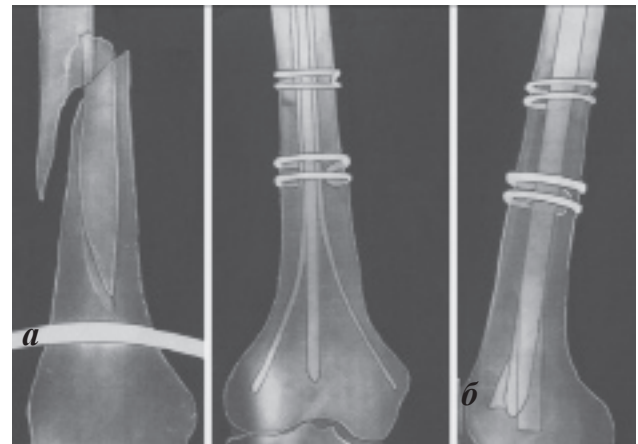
Фото рентгенограмм больного Д., 42 года, с переломом бедренной кости тип В1: а – до операции; б – через 4 месяца после остеосинтеза.
